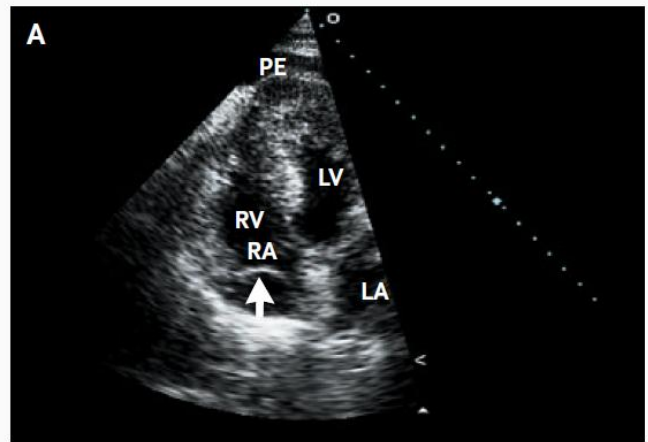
Echocardiographic Images.
